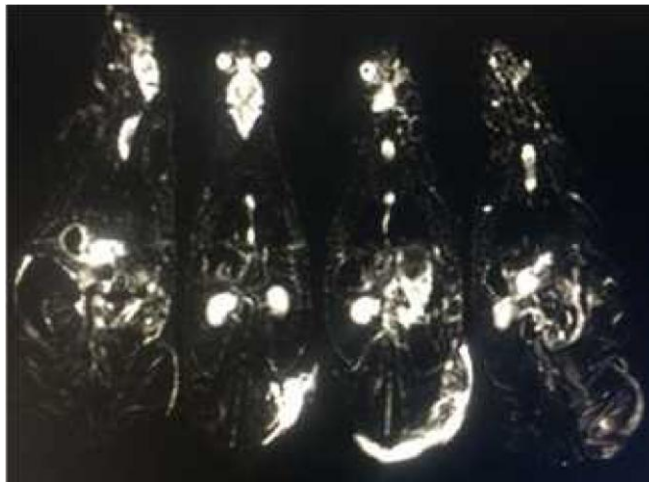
Siempre de izquierda a derecha: Hialucorp, Metacorp, Silicona Líquida y Aceite Vegetal. RMN 24 hrs post-infiltración en secuencias stir con sustracción en mip, cortes coronales, donde se observa hiperintensidad de señal a nivel de los
